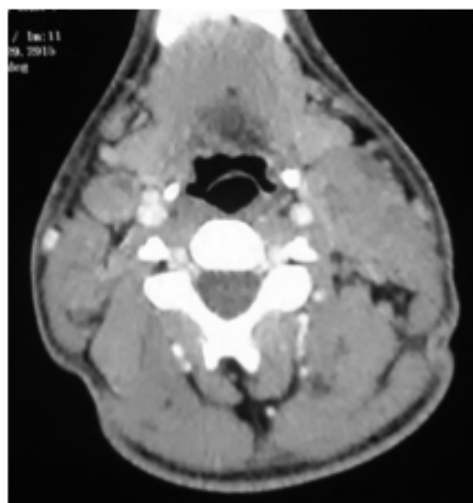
TDM cervicale objectivant des adénopathies globuleuses bilatérales et nécrotiques
